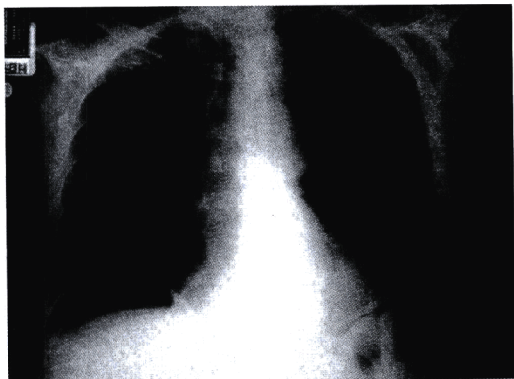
直立腹平片显示膈下游离气体。是空腔脏器受损的表现(如大肠或小肠)。
